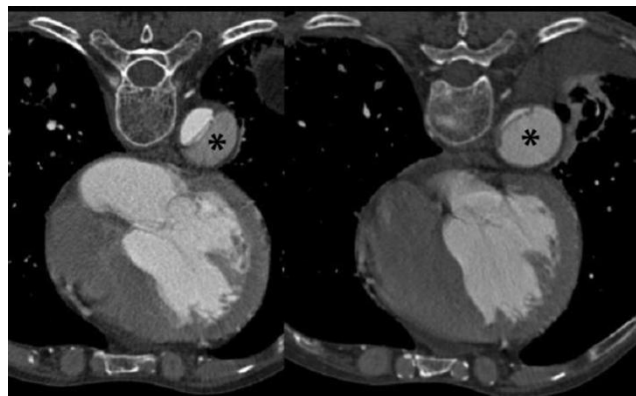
B型慢性夹层的演变。用CT主动脉成像来比较基线和随访中同步薄层（0.75mm）的轴向图像。图像展示了扩张的假腔（星号所示）及受压的真腔，伴随着整个撕裂的降胸主动脉段轻度扩张。注意纵膈及胸后壁的解剖标志相似。
